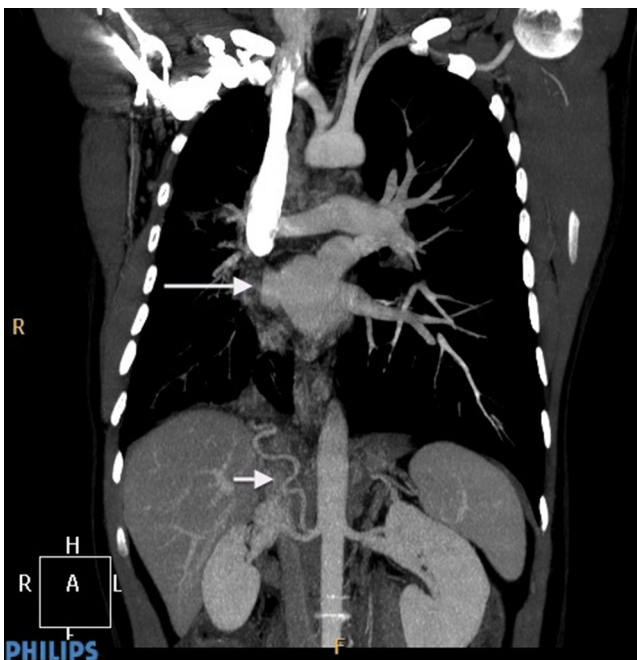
La TAC muestra ausencia de venas pulmonares derechas desembocando en aurícula izquierda, así como la arteria subfrénica inferior con origen en la arteria renal derecha.
